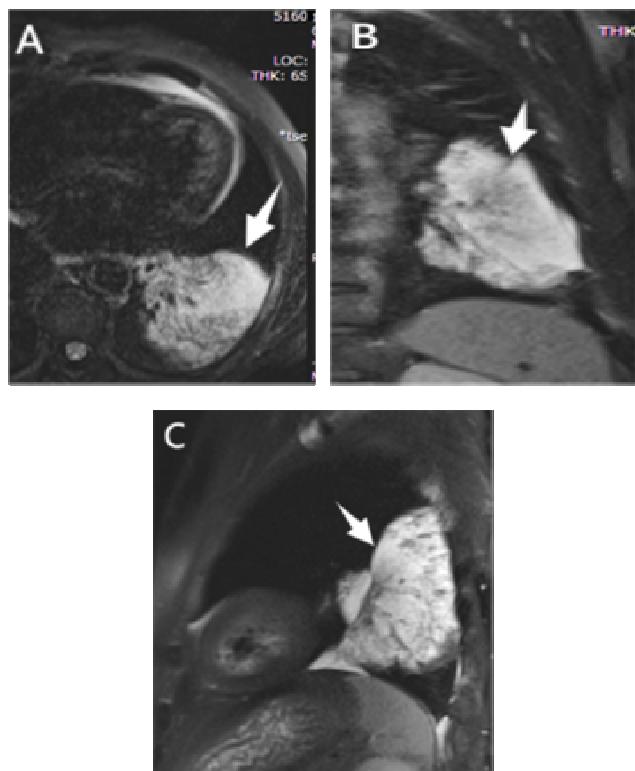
左肺MRI检查, A、B、C分别为轴位、冠状、矢状位。
